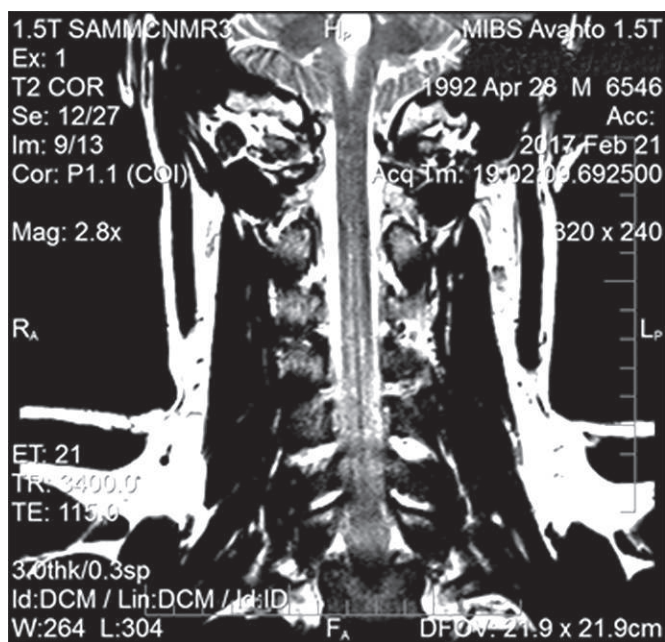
Коронарный срез Т2-ВИ МРТ шейного отдела позвоночника от 27.02.2017 г.
